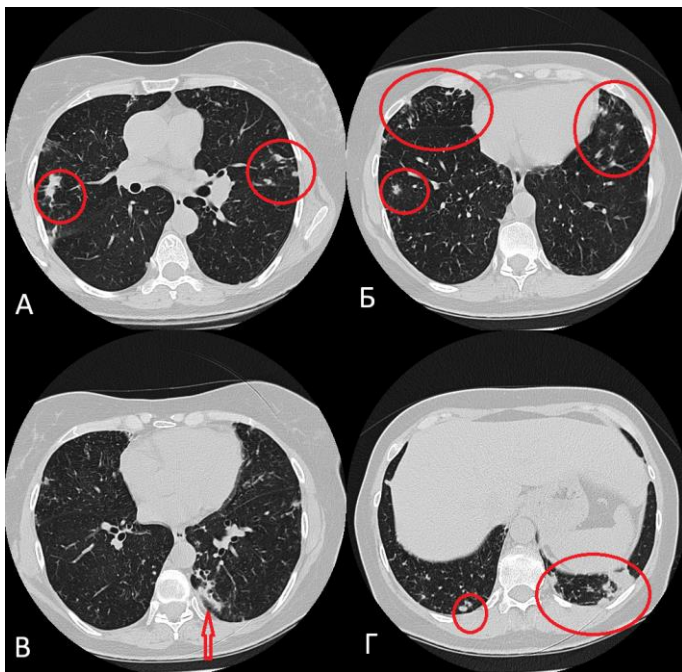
Аксиальные срезы КТ ОГК пациента в лёгочном режиме: А – зоны консолидации в правом лёгком и фиброно-очаговые изменения в левом лёгком (выделены овалами); Б – разнокалиберные плотные очаговые изменения с наличием групп расширенных тракционных бронхоэктазов (выделены овалами); В – зона бронхоэктазии слева с наличием инфильтрации вокруг (отмечена стрелкой); Г – очаговые изменения справа и зона инфильтрации слева (отмечены овалами)
